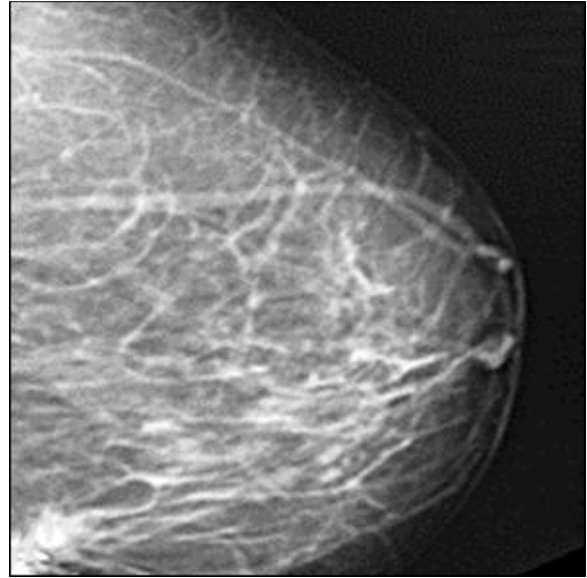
Снимок молочной железы, полученный методом цифровой рентгеновской маммографии
